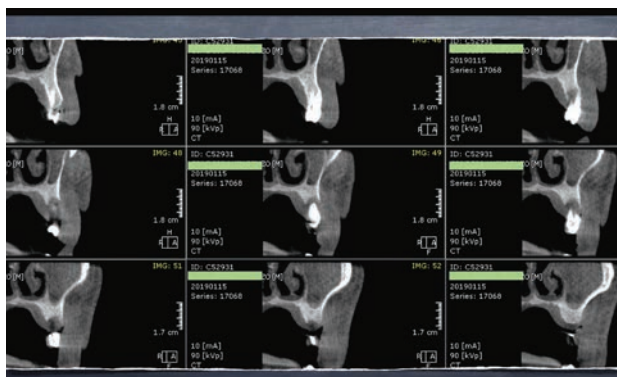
Cone Beam: cross sections
